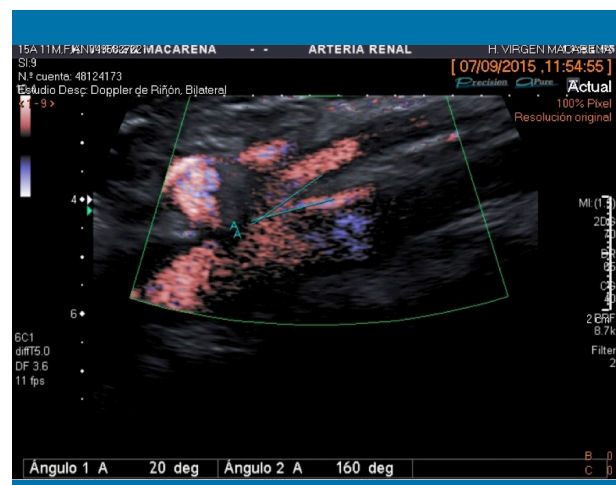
Ángulo aortomesentérico en el nivel de VRI. 20 grados. Disminuido. AMS: arteria mesentérica superior; Ao: aorta. Cortes sagitales. Izquierda: modo B; derecha: Doppler color
